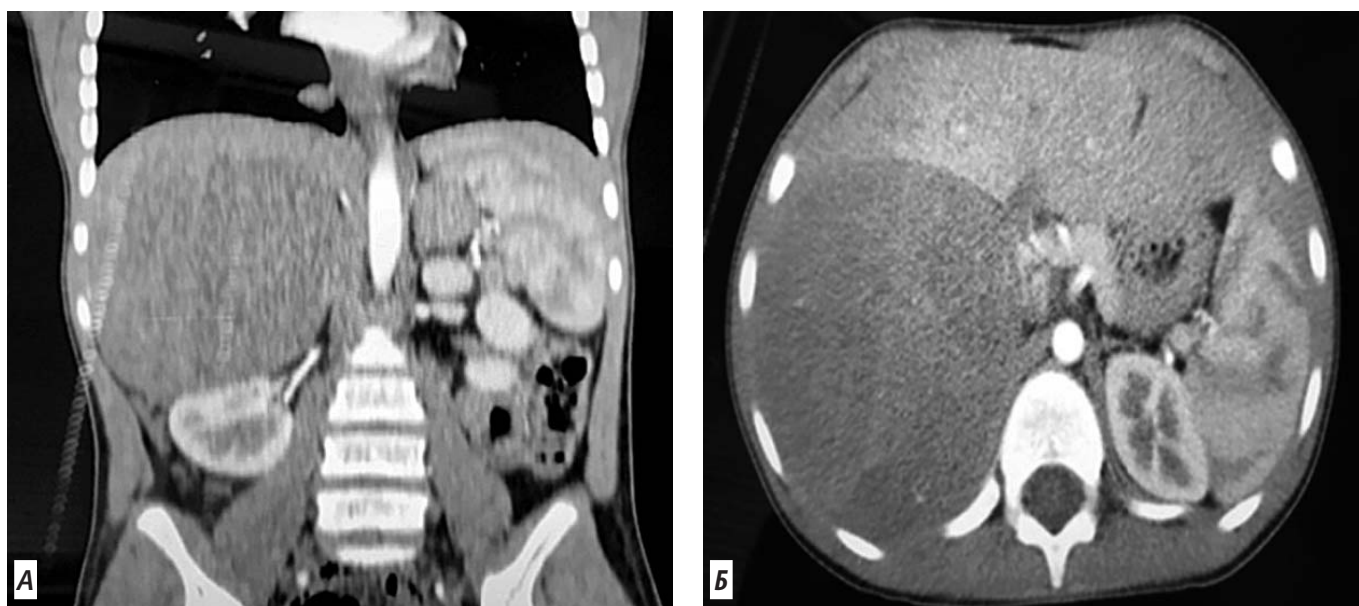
Комп'ютерна томографія пацієнтки з адренокортикальною карциномою: фронтальна (А) та аксіальна (Б) проекція
